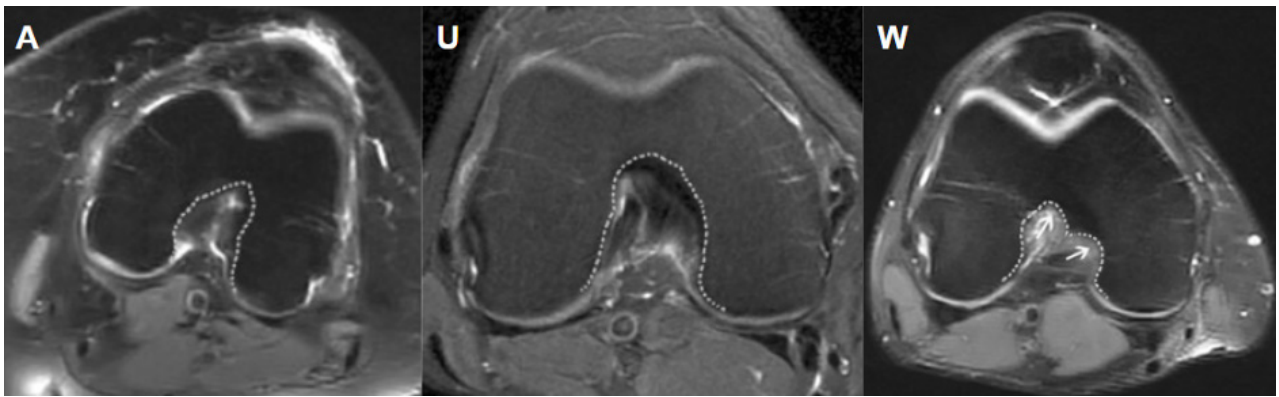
Cortes axiales de RM ejemplificando tres morfologías del intercóndilo.
